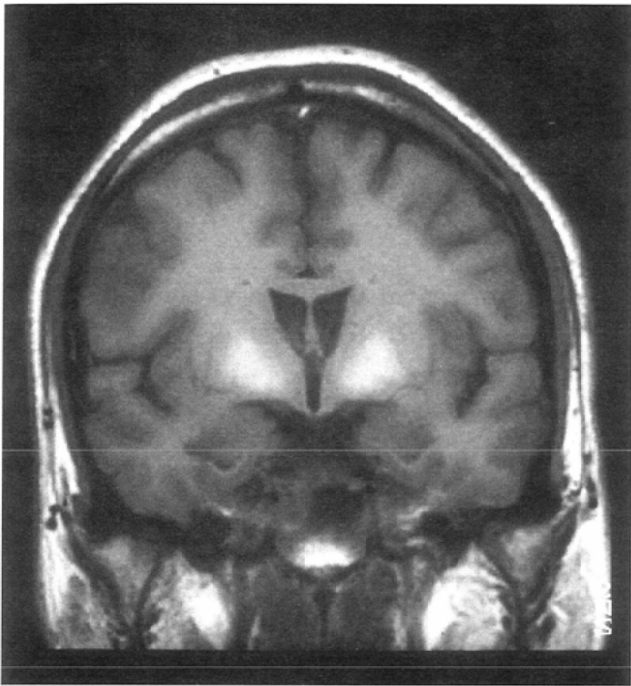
Bilateral globus pallidi of liver cirrhosis patients showed markedly high signal intensity on T1-weighted image.
